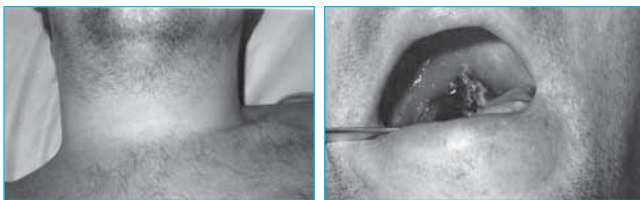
и 3б. Гипертоксическая дифтерия, начало 4-х суток. За предыдущие сутки больной получил: ПДС 300 тыс.МЕ, ПА с эксфузией плазмы 1500 мл, прежний объем инфузионной и симптоматической терапии. Отёк шеи незначительный. Открытие рта не полное. Стали видны ещё отёчные нижние отделы мягкого нёба, нёбных дужек и язычок, покрытый черным фибриновым налётом.
